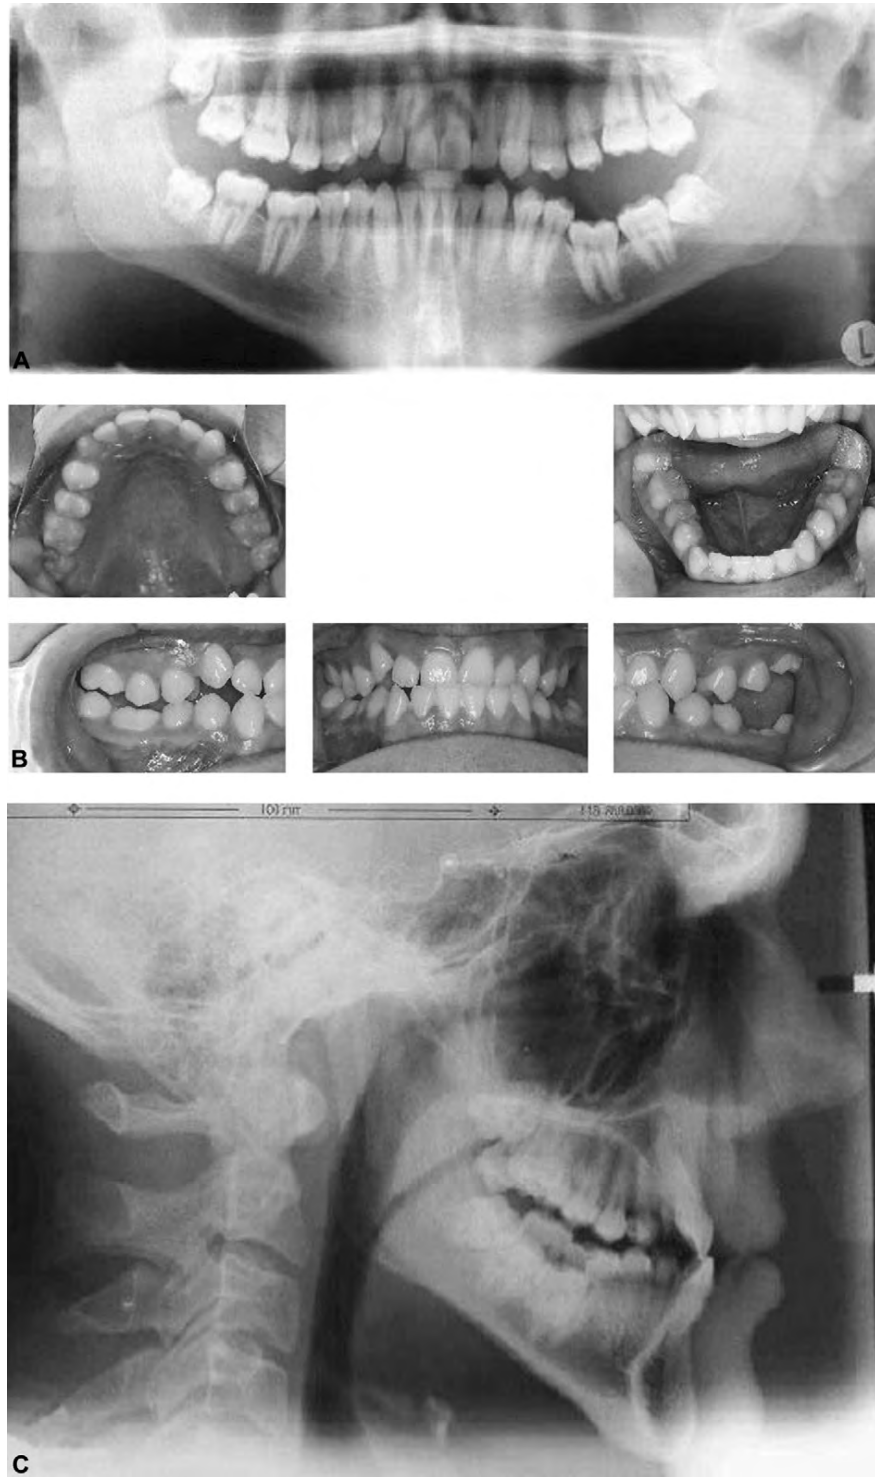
(43) Cas d'un patient atteint de DPE de type 2. A) radiographie panoramique, B) Photos cliniques, C) Téléradiographie de profil montrant une Classe III squelettique.
